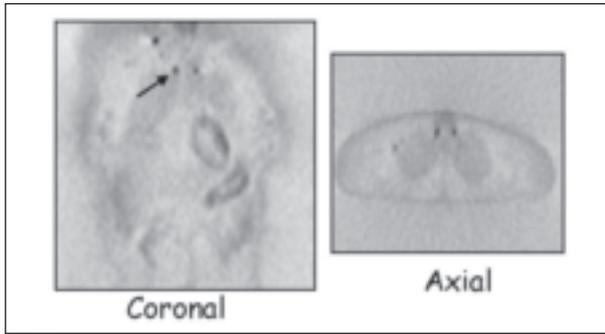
Estudio PET-FDG mostrando afectación bilateral en cadena mamaria interna.
